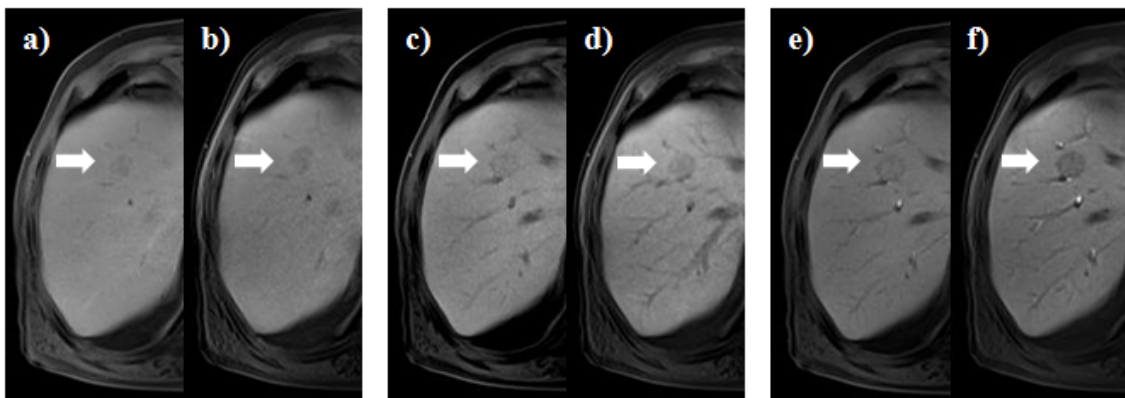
Delayed phase T1-weighted contrast-enhanced liver MR images obtained following the intravenous administration of 0.025 mmol/kg gadoxetic acid in a patient with HCC (arrow). a) 3min MR image with flip angle (FA) 11°, b) 3min MR image with FA 30°, c) 10min MR image with FA 11°, d) 10min MR image with FA 30°, e) 15min MR image with FA 11°, f) 15min MR image with FA 30°
